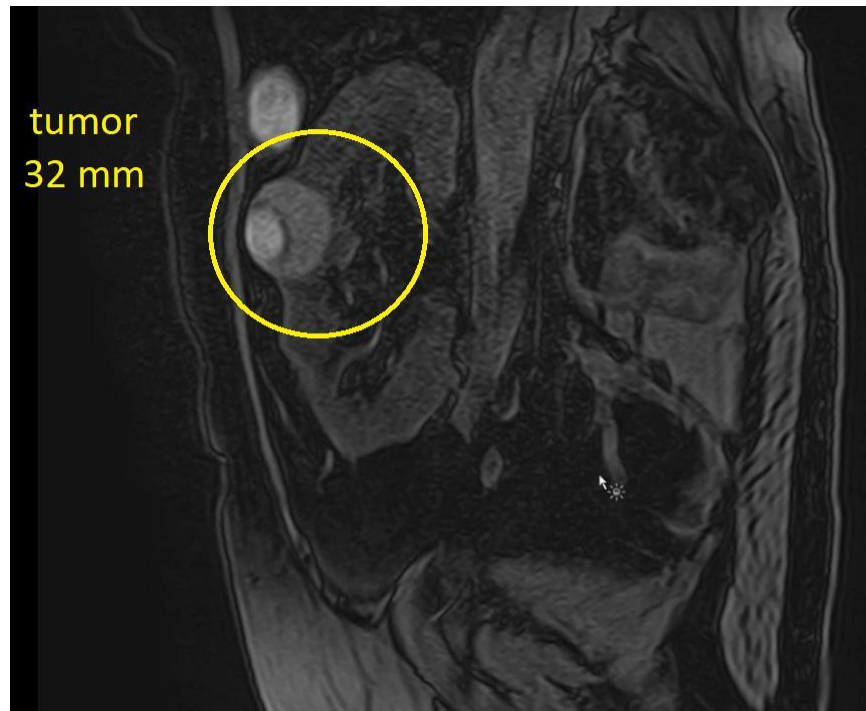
Магнитно-резонансная томография. Образование почечного трансплантата в среднем сегменте по «ребру» трансплантированной почки
